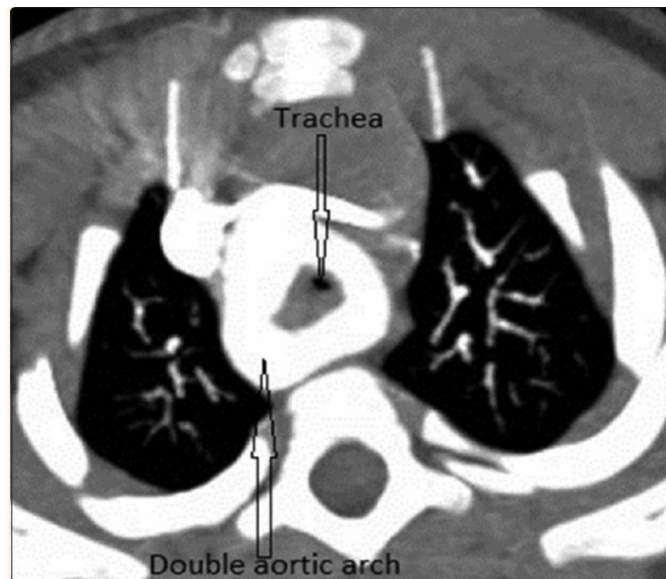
Image de coupe axiale de tomographie informatisée à contraste amélioré montrant le double arc aortique [43]
